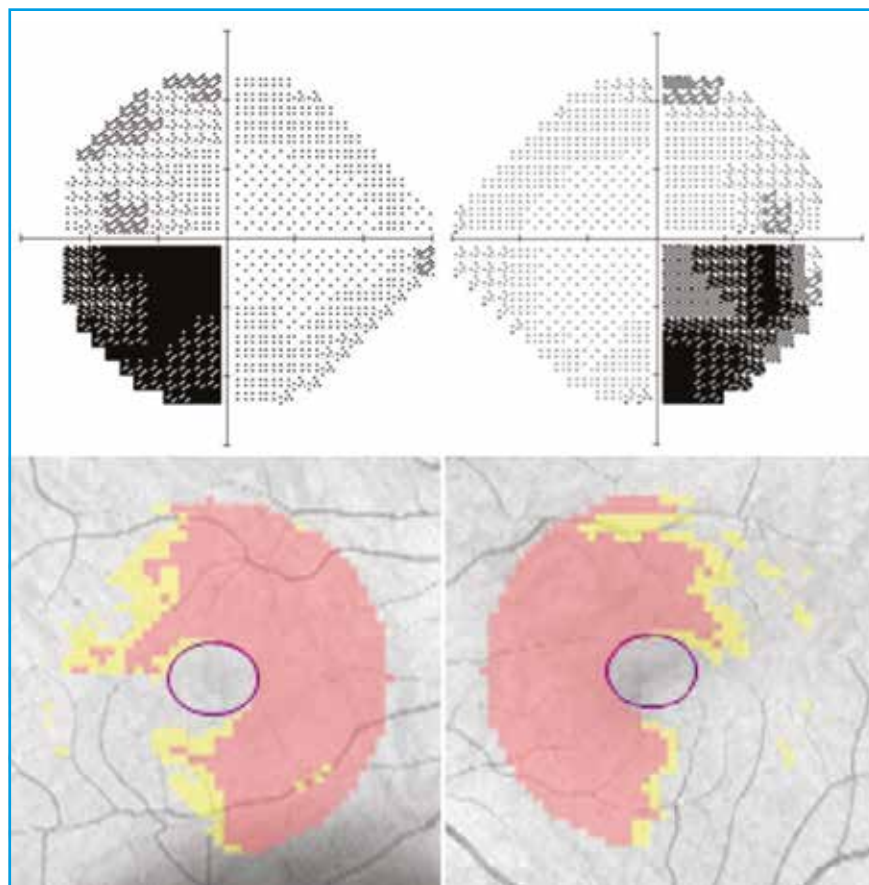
Patient de 53 ans adressé pour sensation de trouble du champ visuel. Le champ visuel Humphrey (CVH) 24.2 retrouve un aspect d'hémianopsie bitemporale sur les clichés de l'œil droit (en haut à droite) et gauche (en haut à gauche) avec une atteinte plus importante dans l'hémichamp inférieur. L'optical coherence tomography (OCT) du complexe des cellules ganglionnaires (GCC) retrouve une atrophie binasale à droite (en bas à gauche) et à gauche (en bas à droite). L'imagerie cérébrale a permis de retrouver un adénome hypophysaire.
